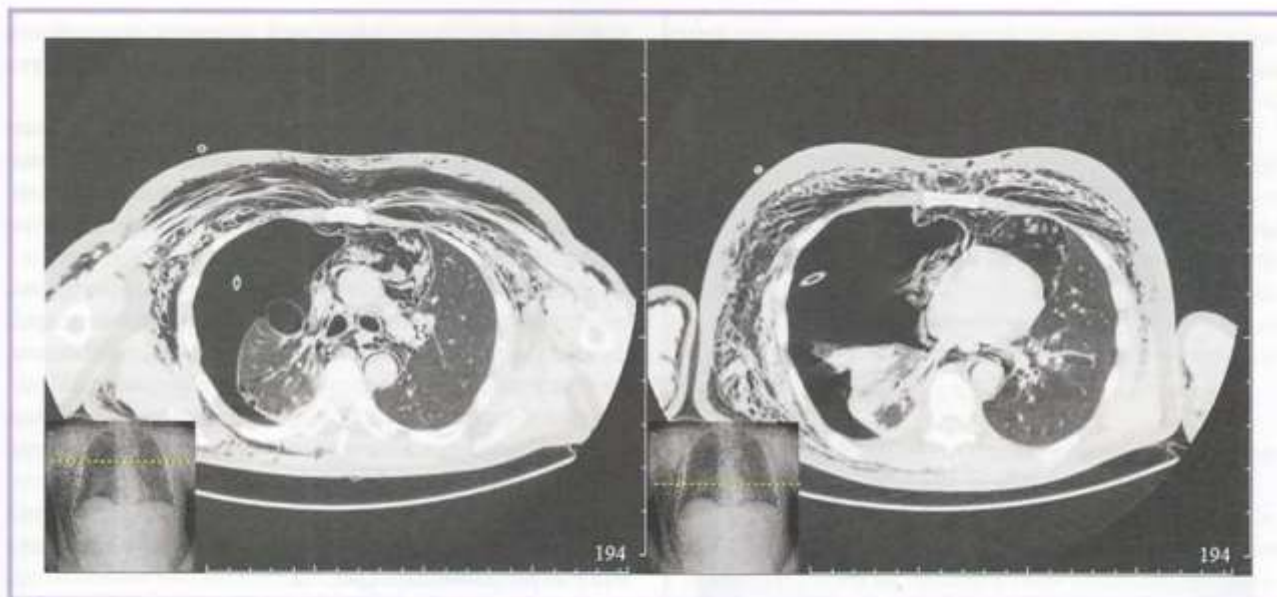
Компьютерные томограммы органов грудной клетки (аксиальная реконструкция).
